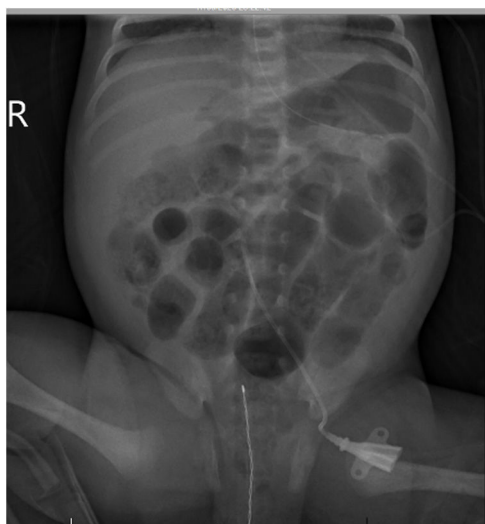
Radiografía abdominal.
